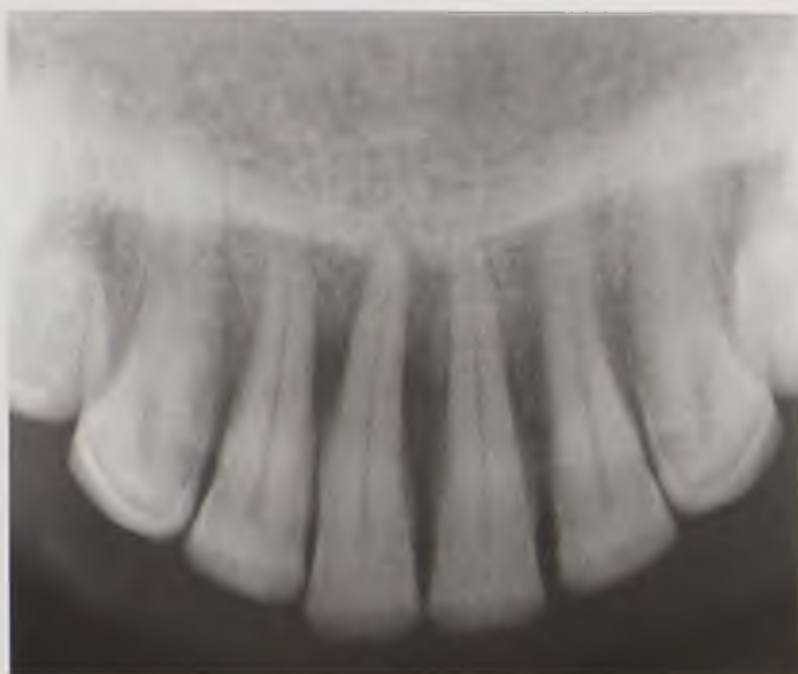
Рентгенограмма зубов «на прикус». Норма
